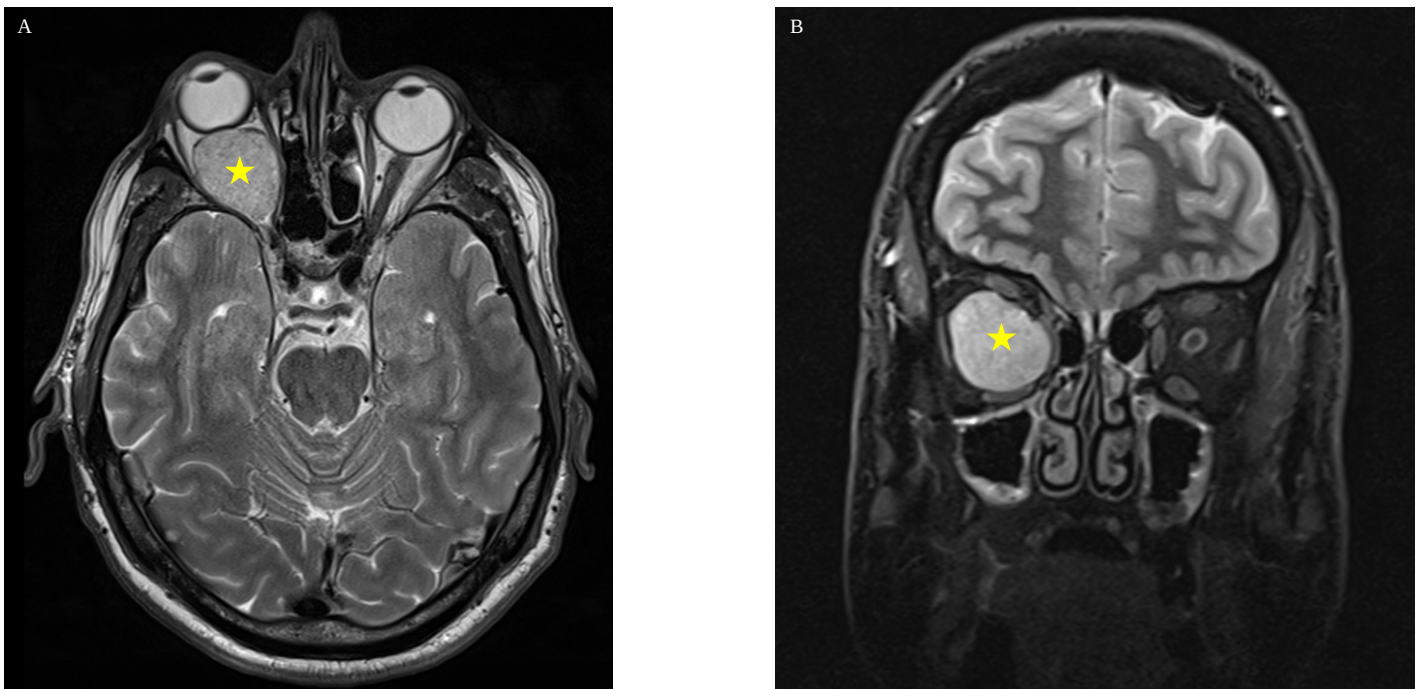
Resonancia magnética orbitaria. A. Secuencia T2 axial. Lesión intraconal derecha hiperintensa (estrella amarilla) levemente heterogénea, de bordes bien definidos, con una pseudocápsula que genera proptosis. B. Secuencia T2 coronal. Masa retroocular derecha hiperintensa (estrella amarilla) que se extiende hacia el ápex orbitario, desplazando los músculos extraoculares y el nervio óptico hacia la parte superior y nasal.
